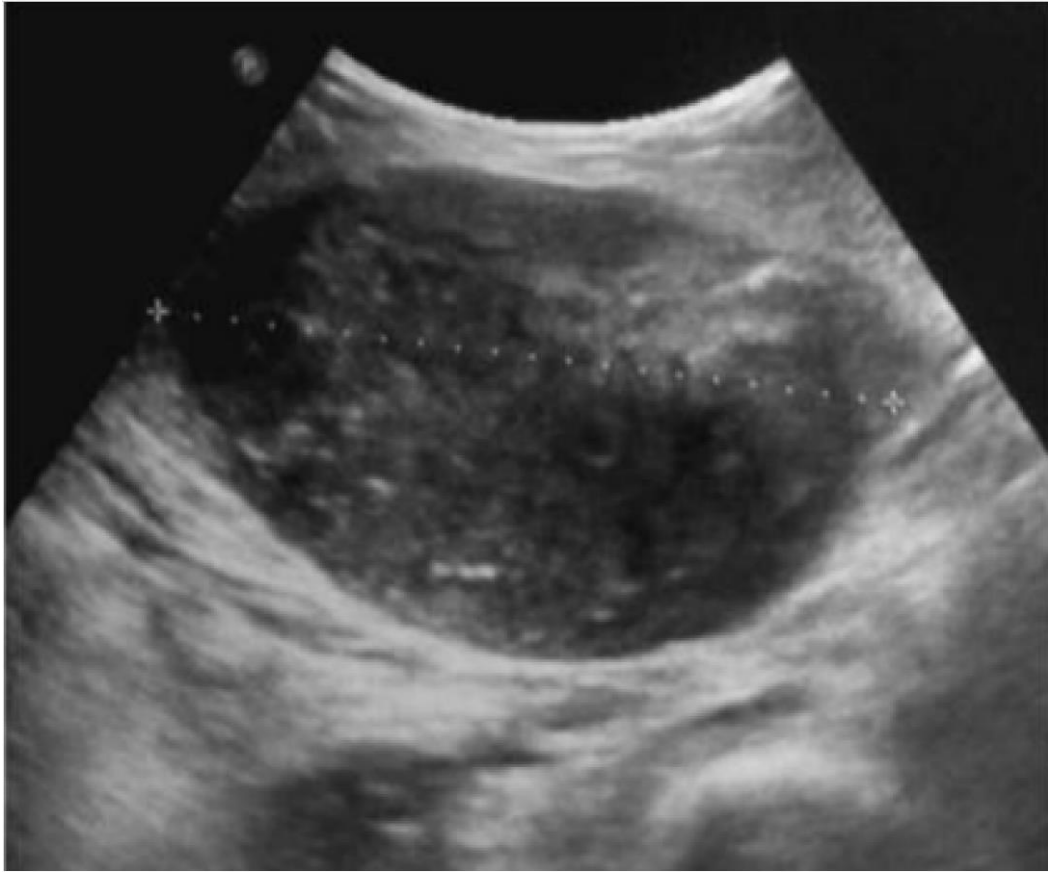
image échographique d'une tumeur desmoïde se présentant comme une masse de la paroi abdominale antérieure droite enchâssée dans le muscle, ovale, bien limitée, hypoéchogène et relativement homogène[53].
